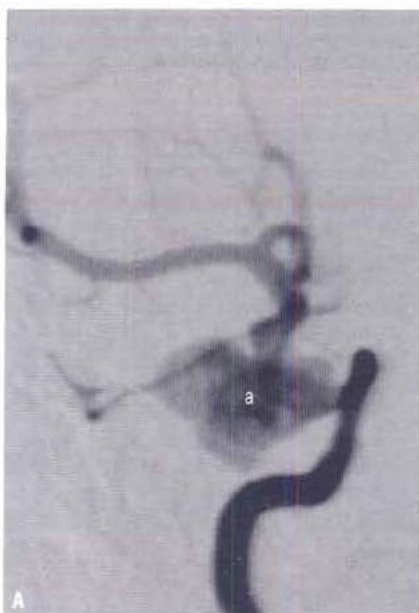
Anévrisme caverneux. (A) L'anévrisme (a) est visible sur l'artériographie de face. L'IRM en coupe axiale (B) montre également l'artère carotide occluse volontairement (flèche) lors du traitement.
